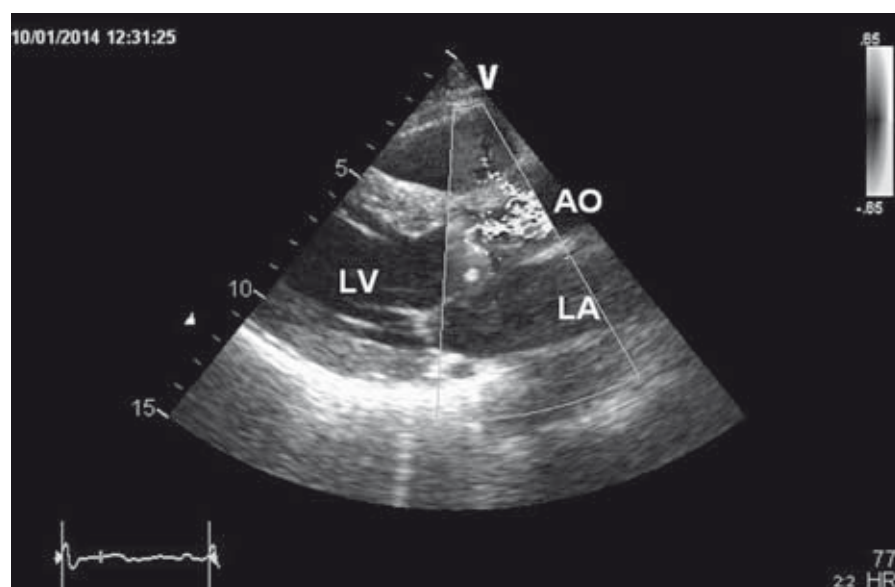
Finestra parasternale asse lungo. Al colorDoppler: evidente accelerazione del flusso in sede sottoprotetica. Ao, aorta; LA, atrio sinistro; LV, ventricolo sinistro; V, vertice.
